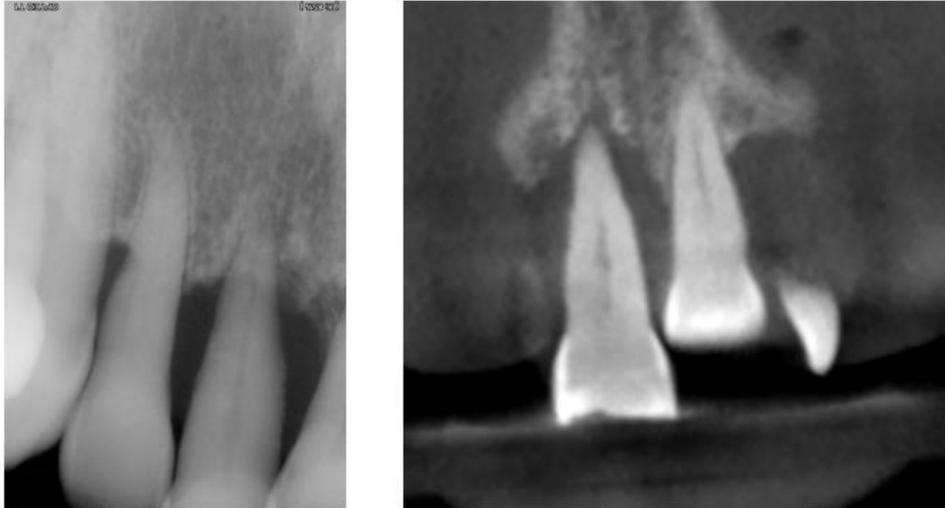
Lésion endo-parodontale sur la 11 d'après la radiographie 2D (à gauche) et 3D (à droite) (examens radiographiques du Dr CALVO)
